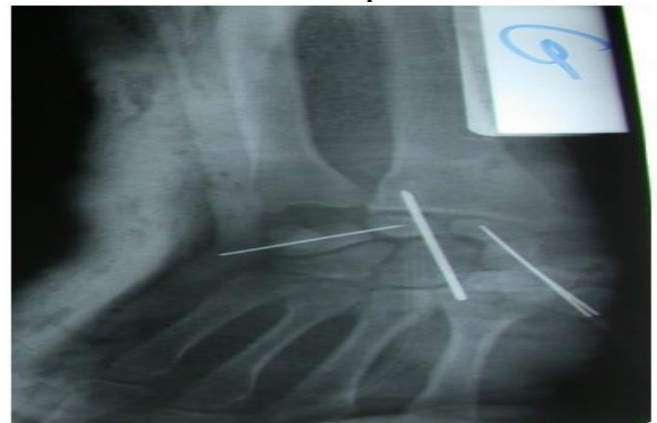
Radiographie de control postopératoire du cote gauche
